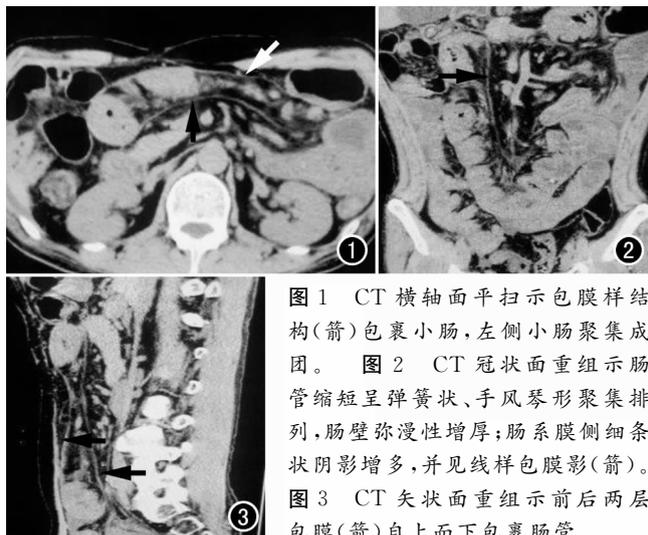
CT 横轴面平扫示包膜样结构(箭)包裹小肠, 左侧小肠聚集成团。图 2 CT 冠状面重组示肠管缩短呈弹簧状、手风琴形聚集排列, 肠壁弥漫性增厚; 肠系膜侧细条状阴影增多, 并见线样包膜影(箭)。图 3 CT 矢状面重组示前后两层包膜(箭)自上而下包裹肠管。
